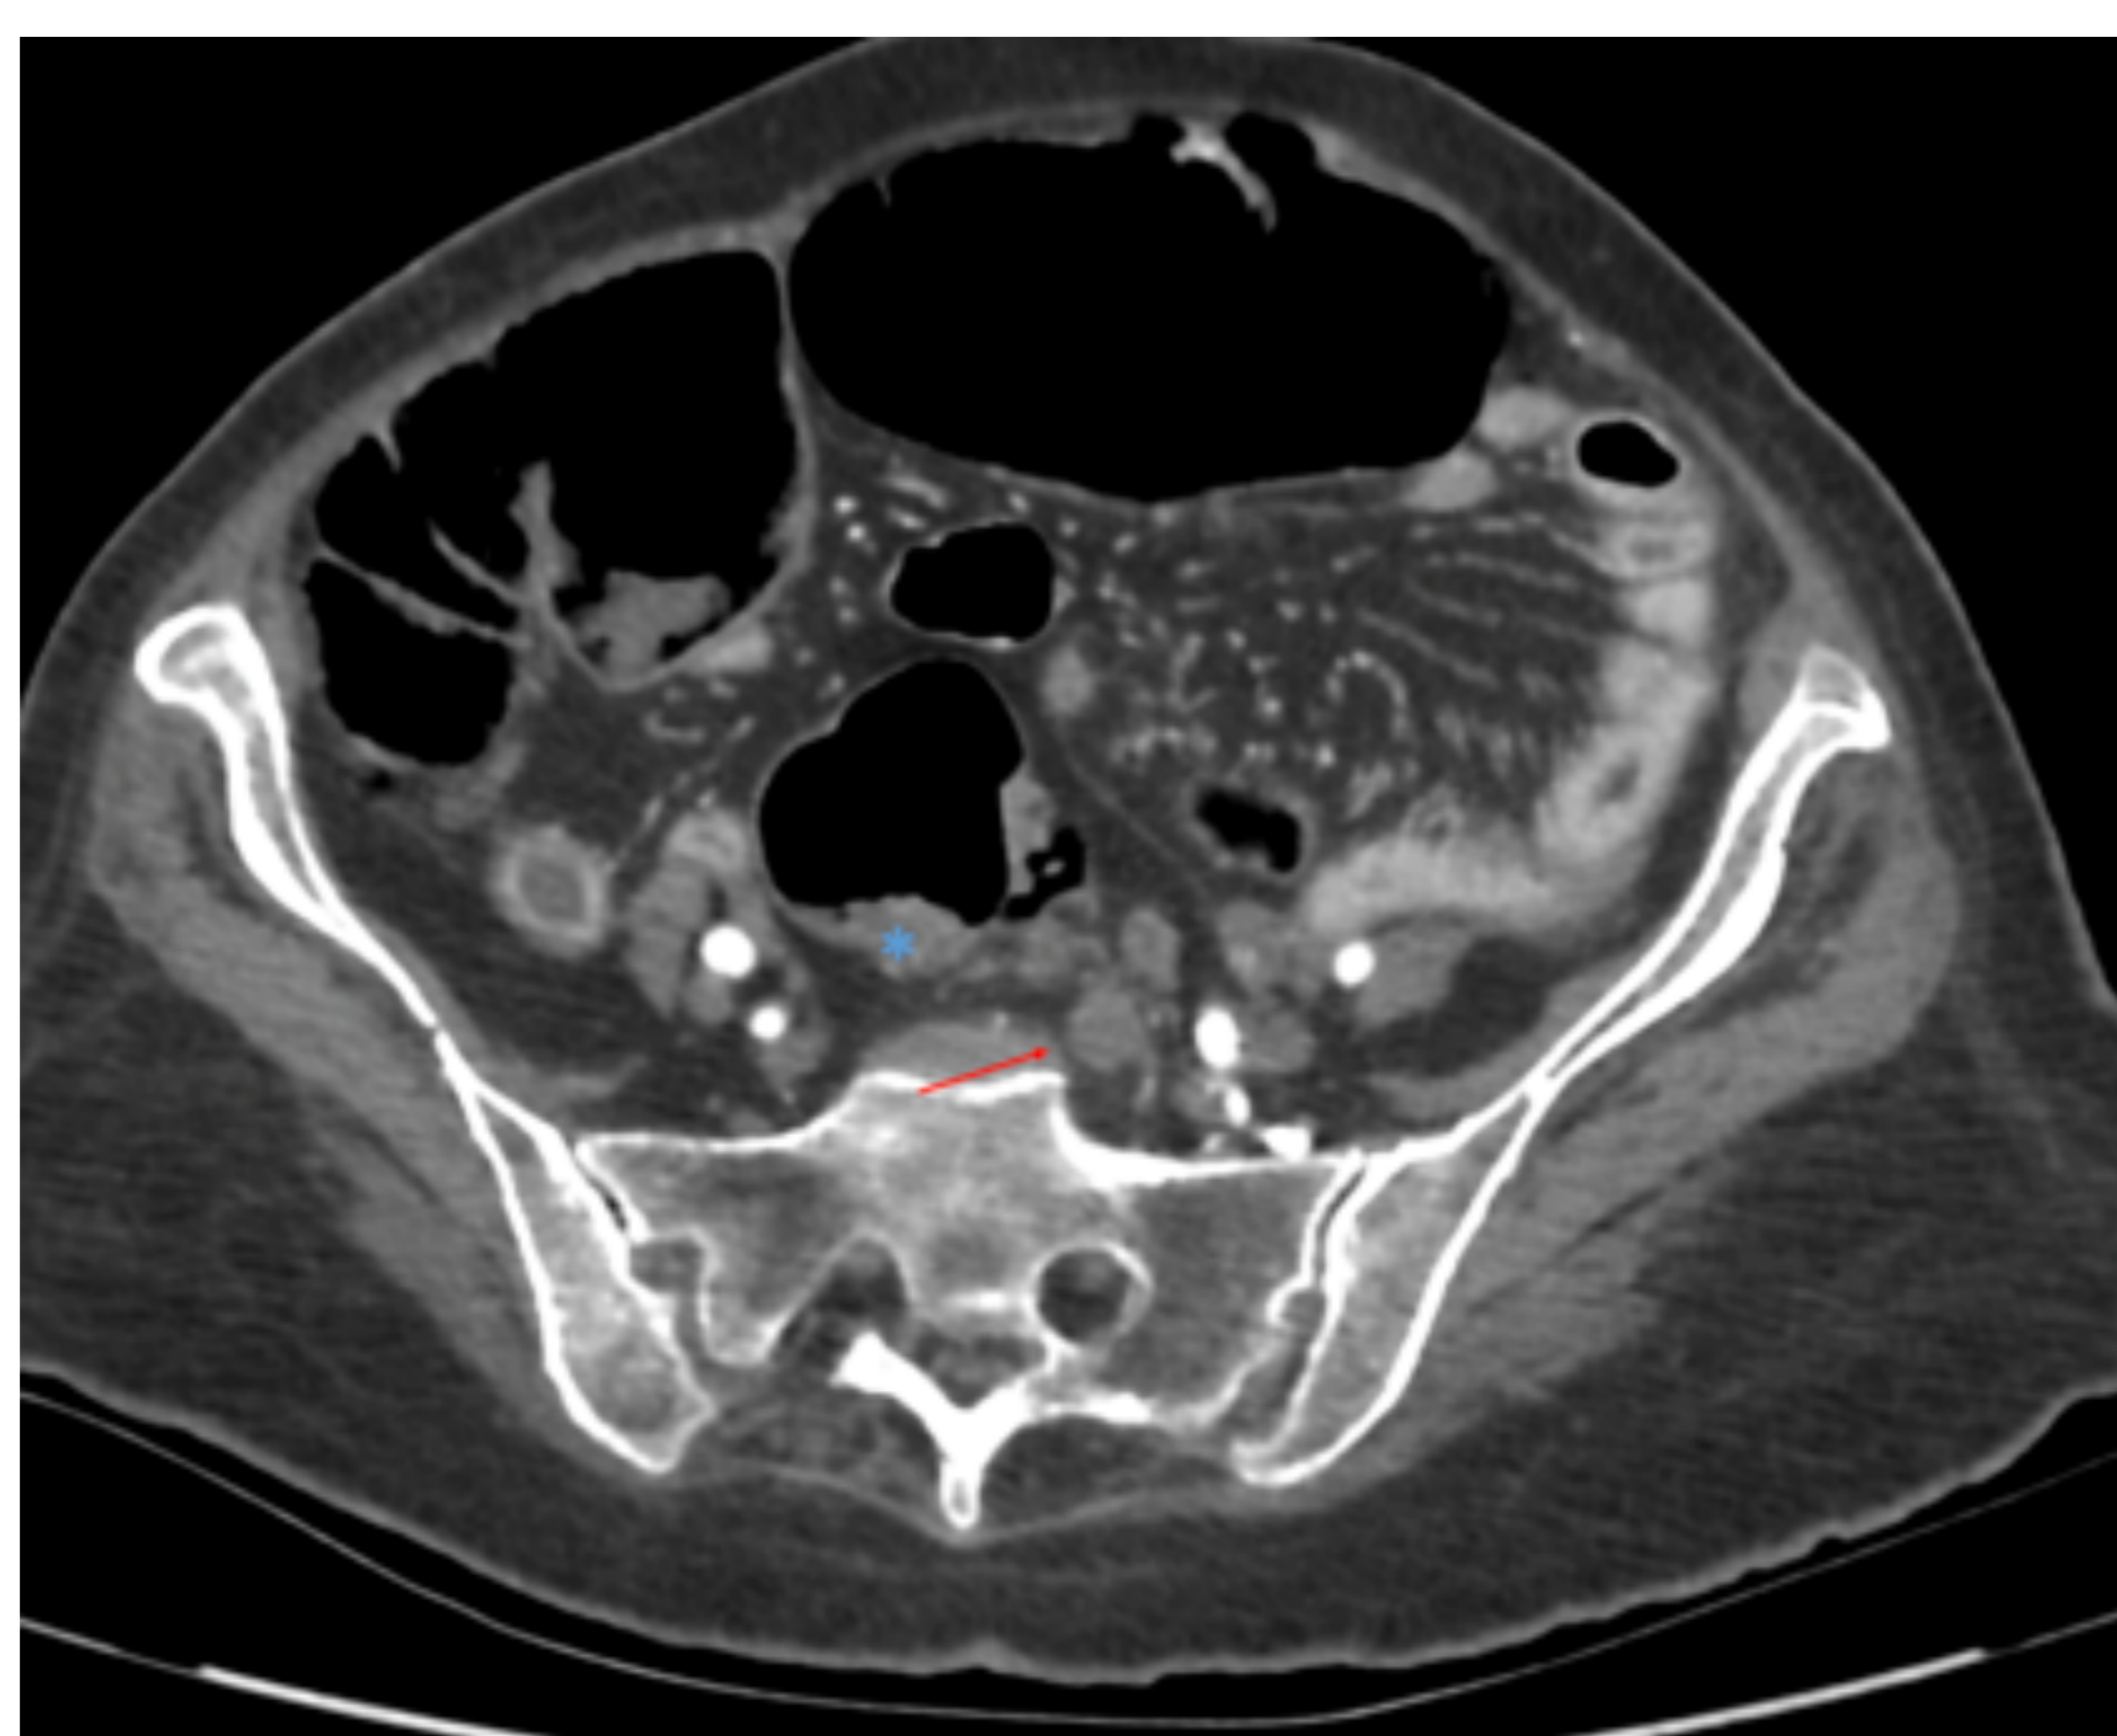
Adenopatías rectales superiores. TC abdomino-pélvico con CIV, corte axial. Paciente de 60 años con tumoración en unión recto-sigmoidea (parcialmente visualizada \*). Adenopatías redondas, la mayor de 11 mm (flecha roja)
